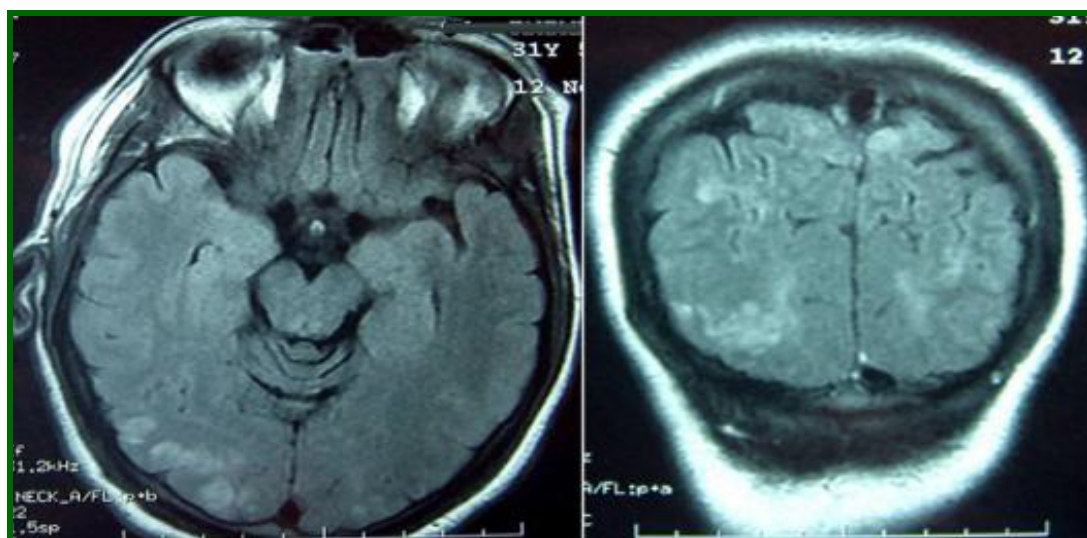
IRM cérébrale séquences T2 et FLAIR montrant des hypersignaux intéressant le cortex cérébral, les lobes pariétaux et occipitaux [8]
